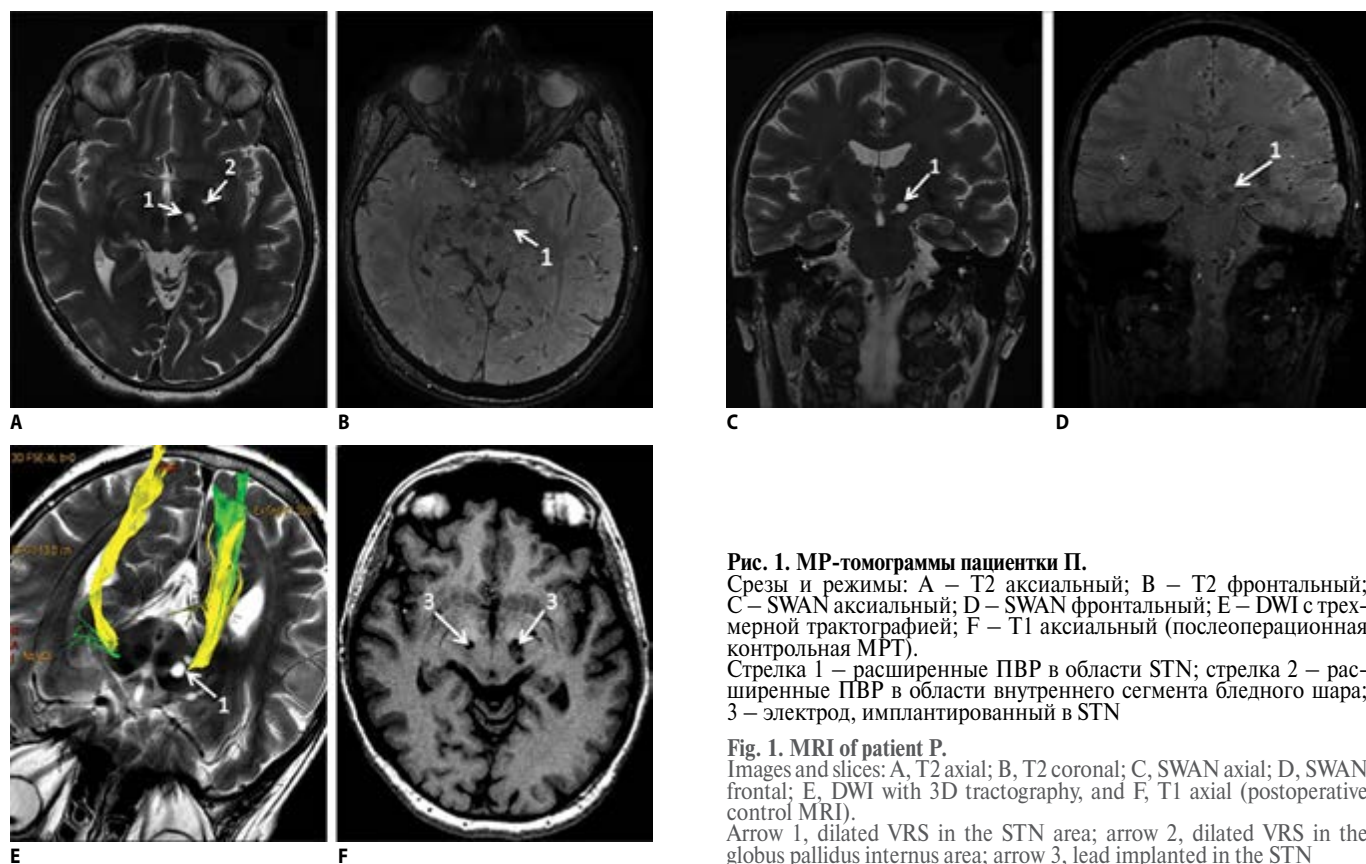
МР-томограммы пациентки П.
